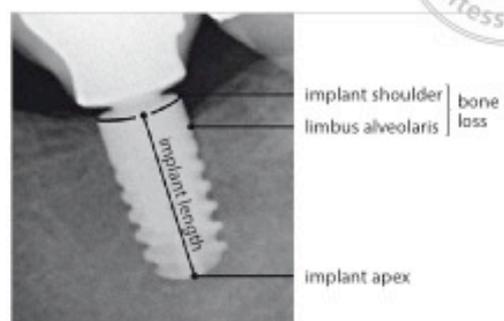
Radiographic measurement of peri-implant bone loss.
